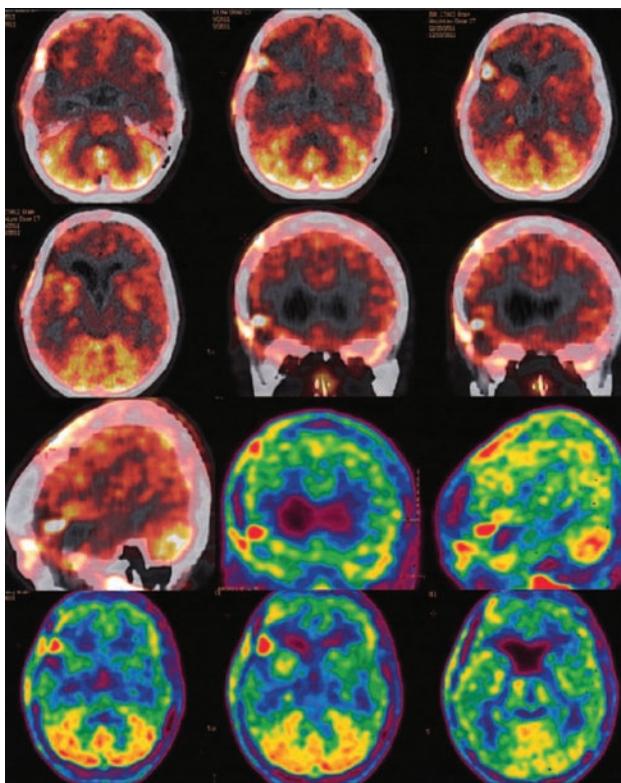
Результаты совмещенной серии компьютерных и позитронно-эмиссионных томограмм с ^{11}C -метионином через 6 мес после операции. Признаков продолженного роста опухоли не выявлено.
